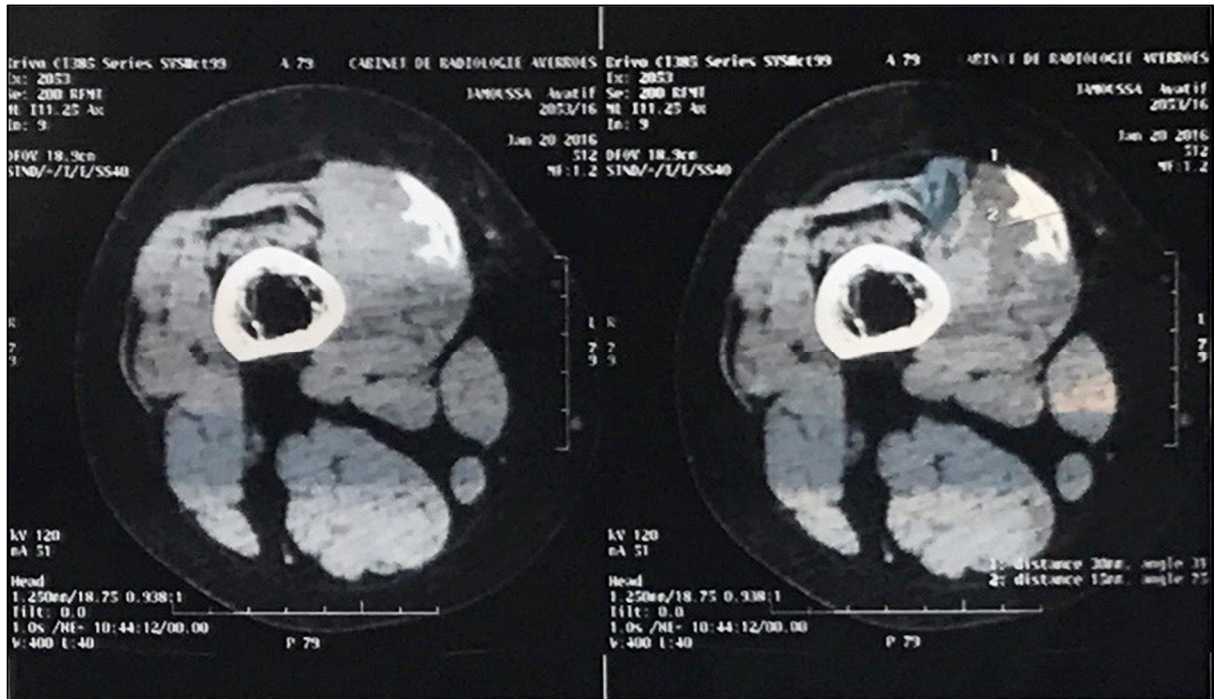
TDM d'un ostéosarcome parostéal de bas grade.
